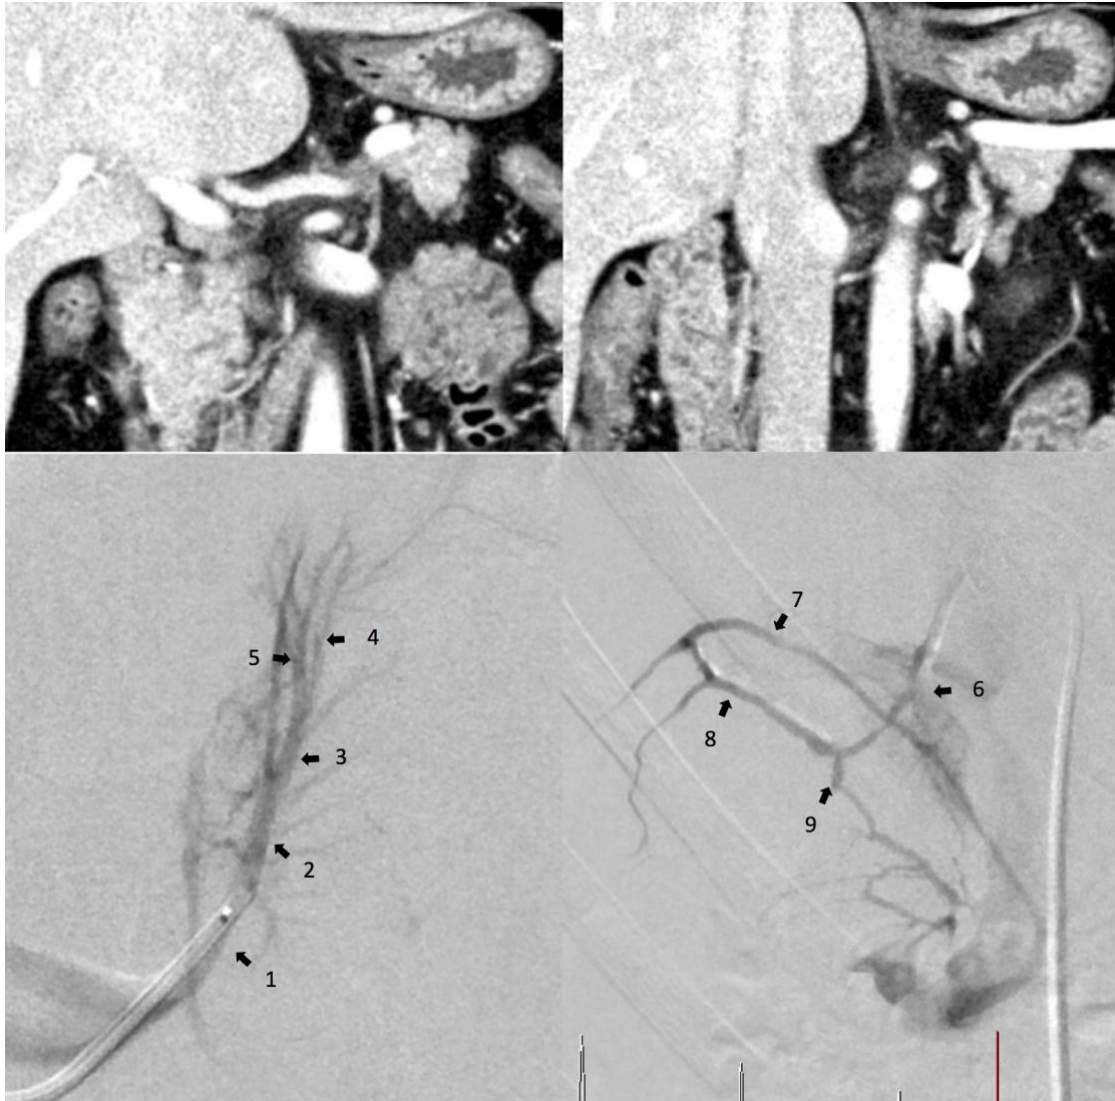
症例 5 の術前造影 CT と sAVS での左右副腎静脈採血部位
